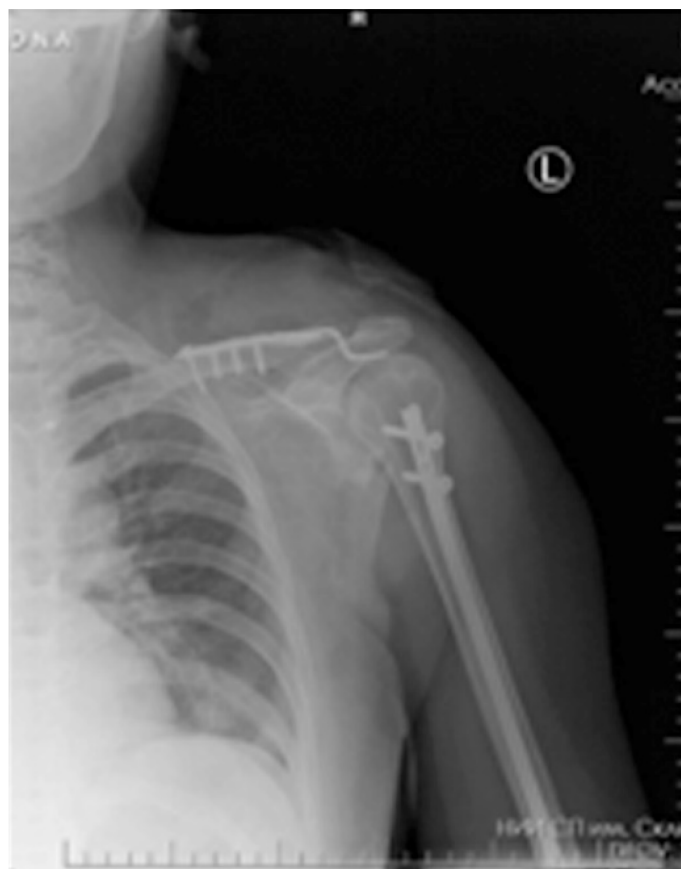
Рентгенография ключицы слева. Состояние после накостного металлостеосинтеза отломков ключицы крючковидной пластиной. Положение отломков и металлофиксатора – удовлетворительное
